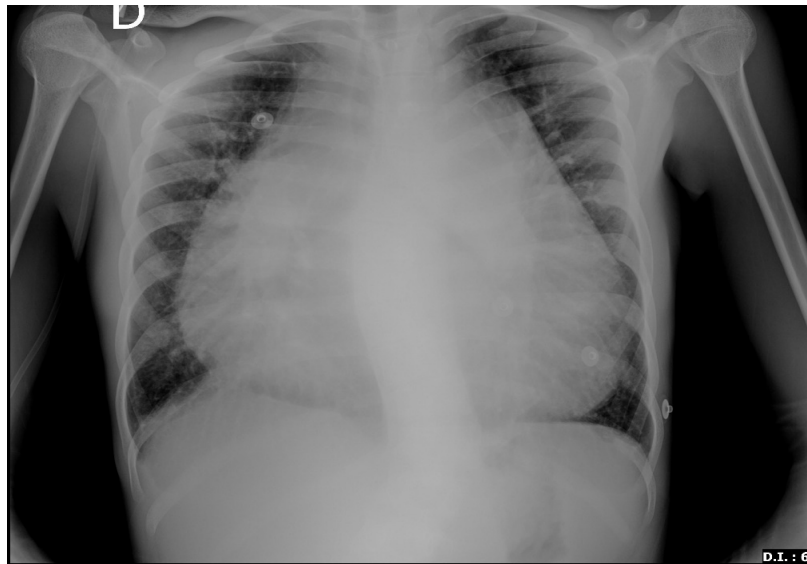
Radiografia de tórax PA. Admissão hospitalar. Cardiomegalia global importante.
